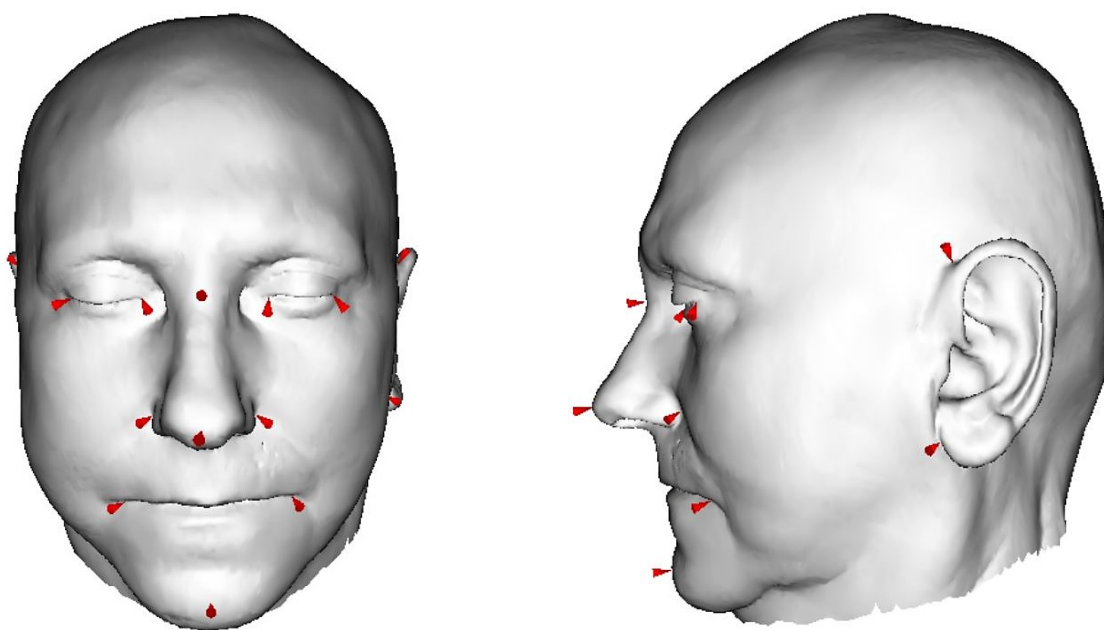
Původní CT snímek v programu Amira (vlevo), upravený snímek převedený na trojúhelníkovou síť v programu RapidForm (vpravo)
